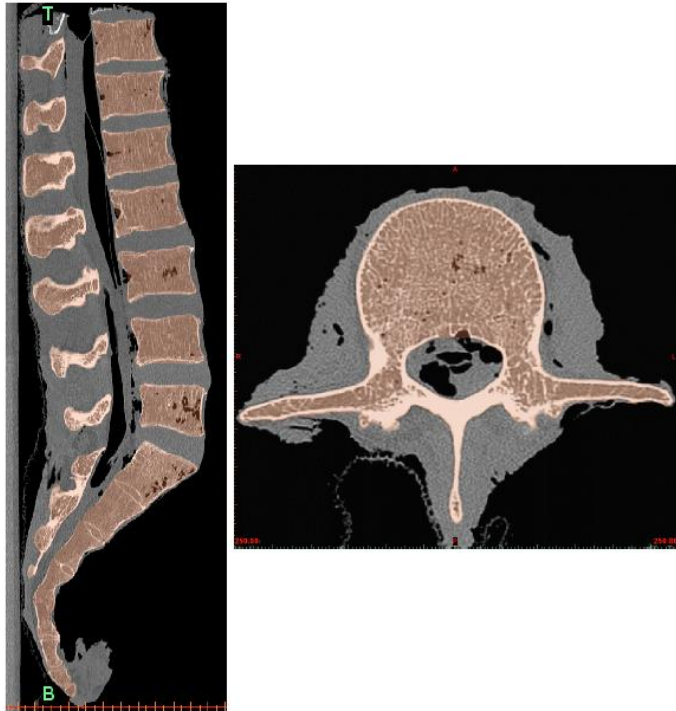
Immagine assiale e sagittale della TC da cui sono state generate le maschere per la segmentazione in Mimics.
